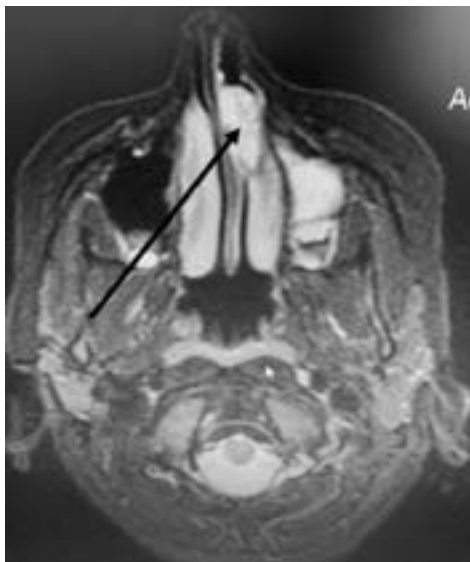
МРТ дитини з кровоточивою гемангіомою переділки носа (показано стрілкою).
